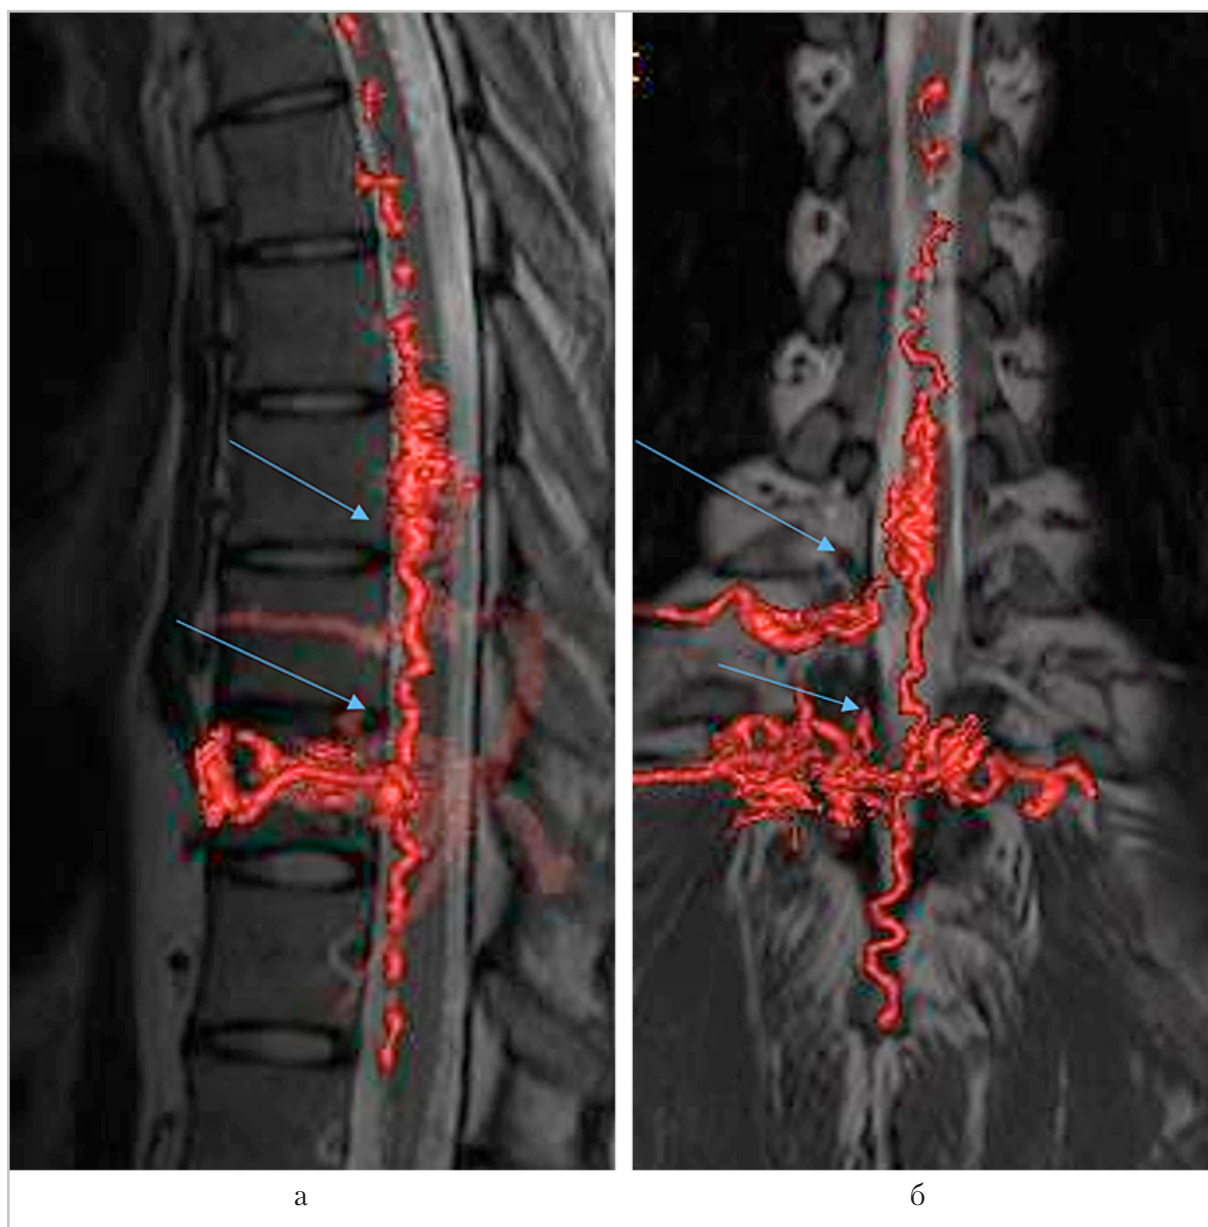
МР-томограммы грудного отдела позвоночника пациента с САВМС в режиме динамической МР-ангиографии (а, б) грудного отдела в сагиттальной и коронарной проекциях с использованием 3D-реконструкций. В режиме TRICKS визуализируется серпантин патологических сосудов с артериальным кровоснабжением образования в позвонке Th10 и интрамедуллярной АВМ на уровне Th7–8–9 (а, б — стрелки)
